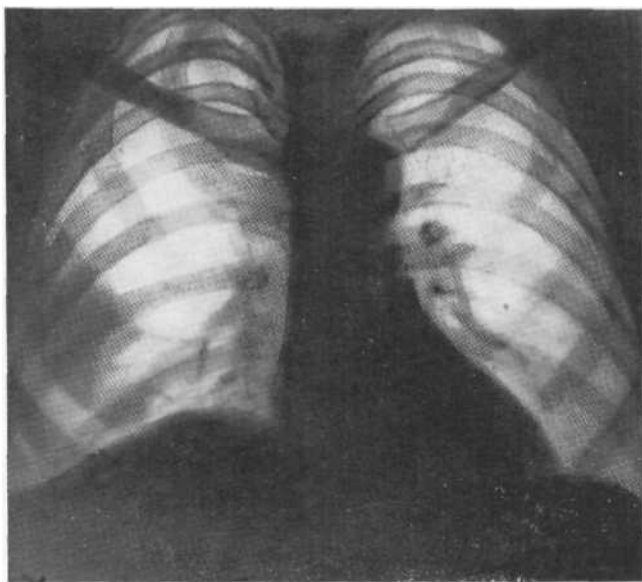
Рентгенограмма в прямой проекции. Альвеококкоз. Правый купол диафрагмы стоит высоко, деформирован. Над ним определяются два круглых фокуса затемнения. Трансторакальная пункция.
